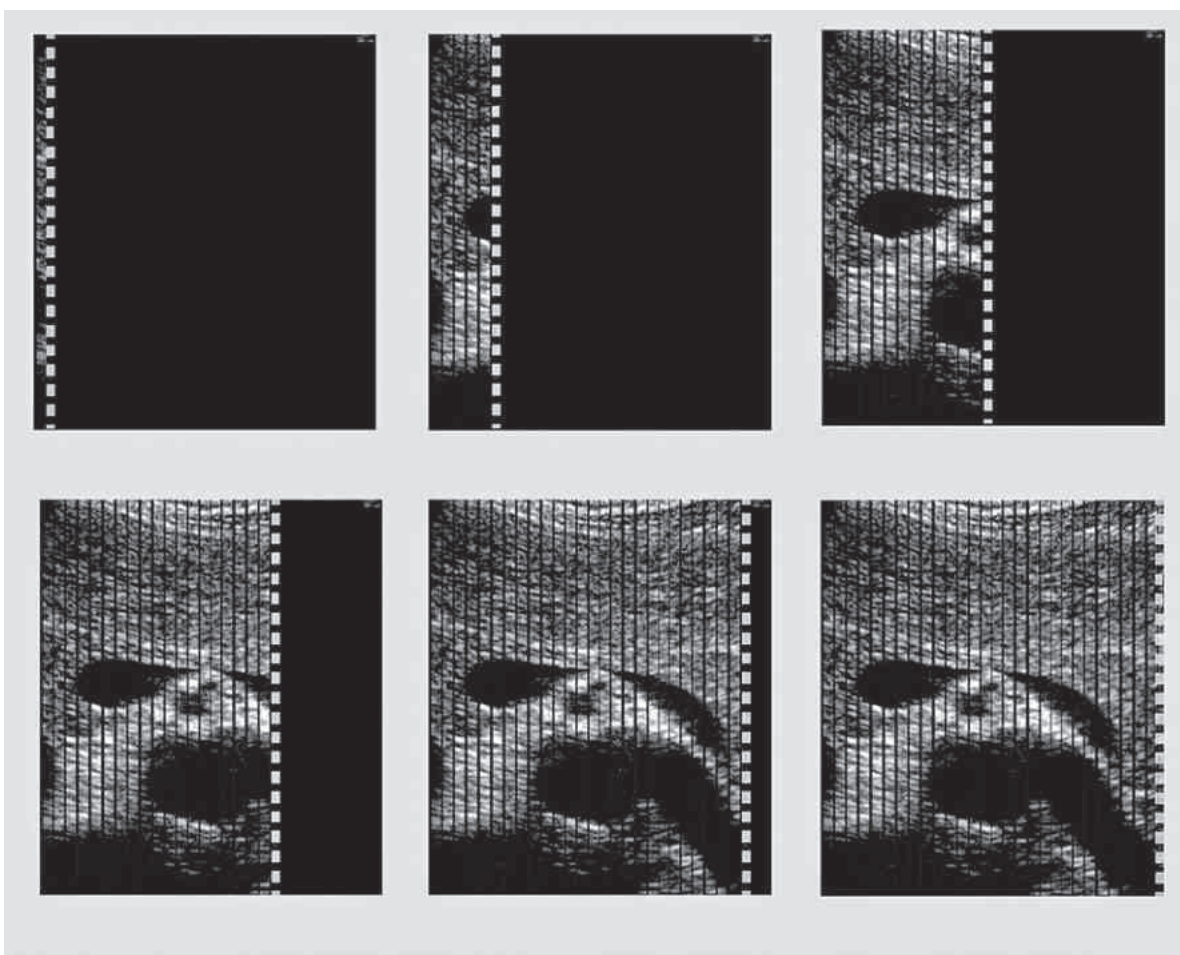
Imágenes en modo B (modo de brillo). Se construye una imagen bidimensional (2D) en tiempo real mediante pulsos de ultrasonidos enviados a través de una serie de líneas de exploración sucesivas. Cada línea de exploración se añade a la imagen, construyendo una representación bidimensional de los ecos del objeto explorado. En las imágenes en tiempo real, se crea una imagen completa de 15 a 60 veces por segundo.
